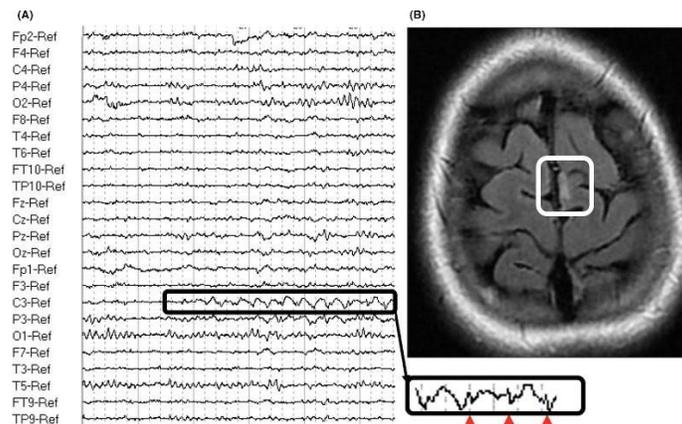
Niña de 12 años con síndrome de Rasmussen que afecta el hemisferio izquierdo, 18 meses después del inicio de las crisis. a) El electroencefalograma interictal (montaje referencial) muestra una descarga de punta onda de bajo voltaje en C3 (el cuadro muestra las puntas denotadas por flechas). (B) La resonancia magnética de inversión recuperación atenuada por líquido axial realizada a la misma edad muestra la hiperintensidad y atrofia en el área motora suplementaria izquierda (cuadrado)
